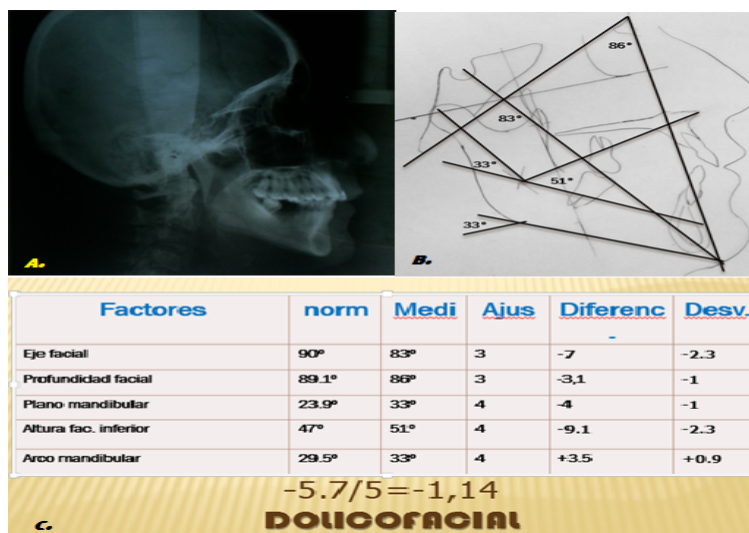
Figura #2. A. Radiografía Lateral de Cráneo. B. Análisis Cefalométrico de Ricketts. C. Índice de coeficiente de variación vertical (VERT) Fuente: Dr. William Ubilla Mazzini. Od. Jenniffer Serrano Ortiz. Dra. Fátima Mazzini Torres. 2014
